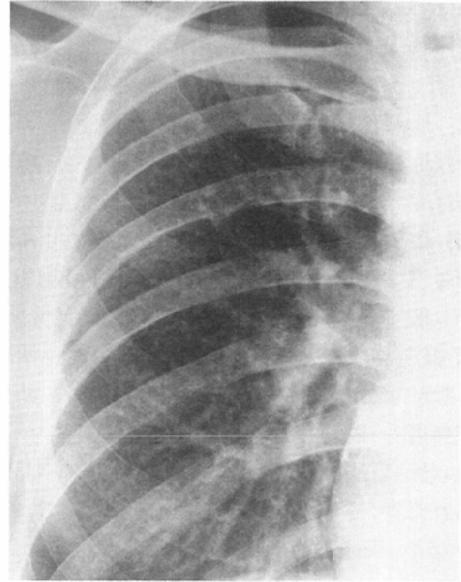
Case 2. Posteroanterior radiograph of a 47-year-old rubber worker who had been exposed to talc dust for 16 years (Category 2, t 2/2, q 1/1, pl).
